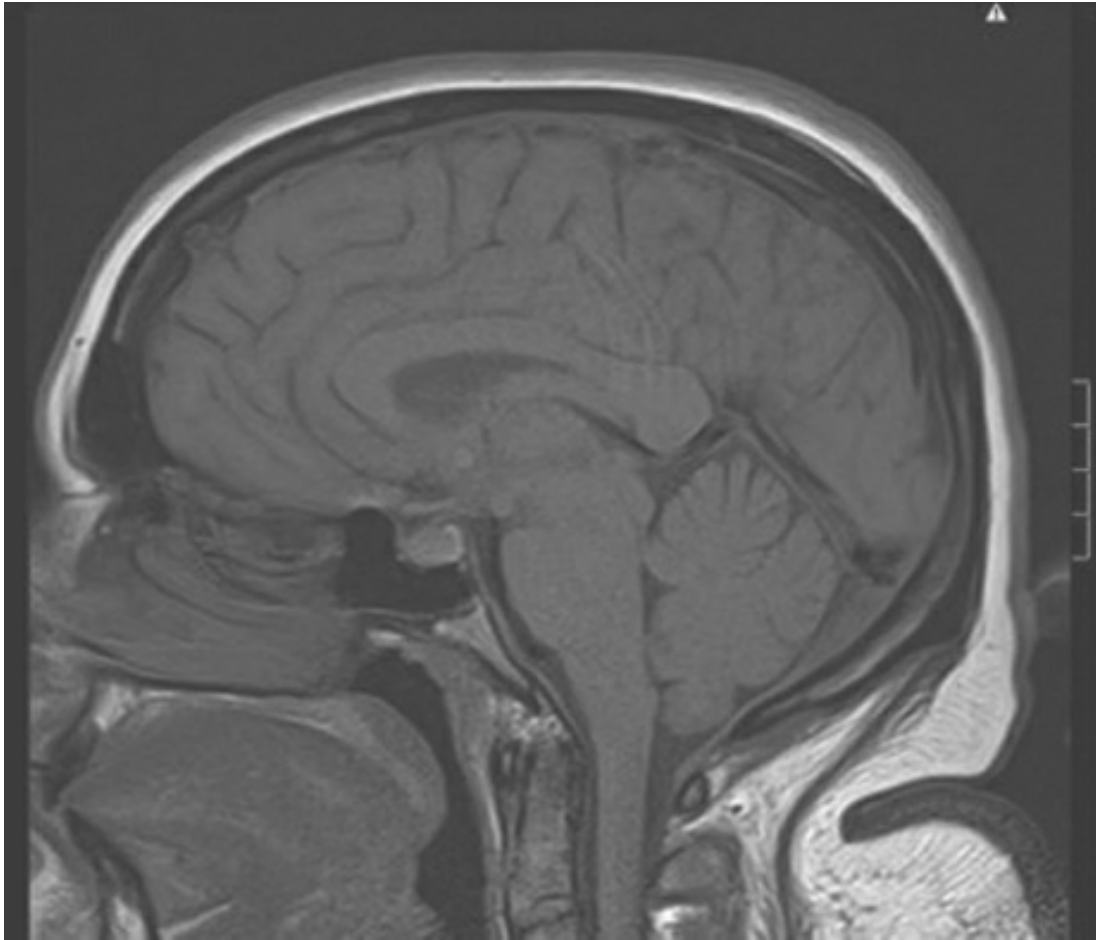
Corte sagital de resonancia magnética ponderada en T1 previa al contraste (cortesía del Dr. Krishe Menezes).
